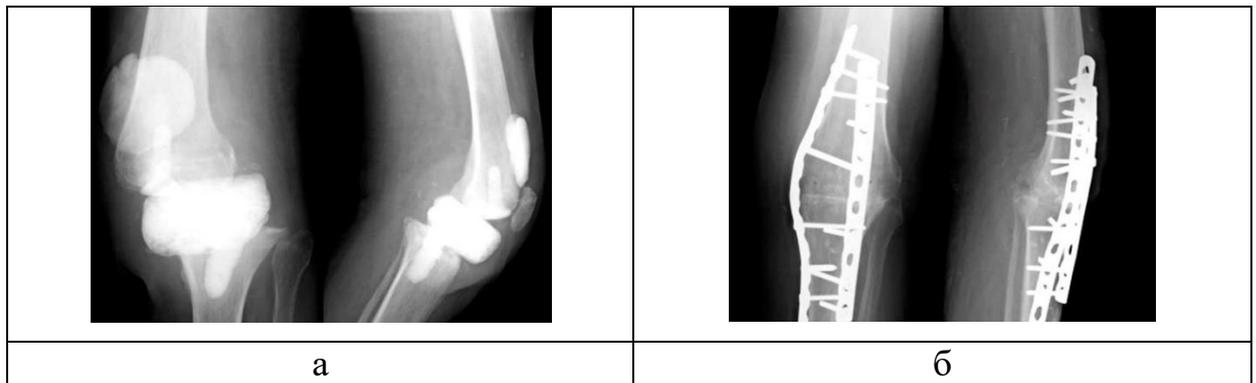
Способ артродеза коленного сустава двумя пластинами (Кюо А.С. et al., 2005): а – рентгенограммы до операции; б – рентгенограммы после выполнения артродеза
